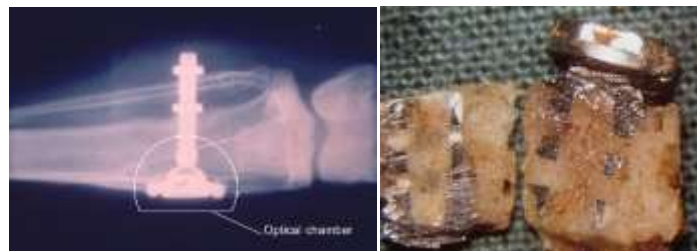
radiographie et photographie de la chambre optique dans un tibia de lapin.
